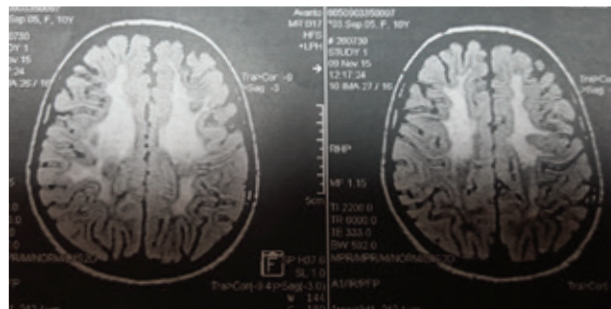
Brain MRI of the patient RS
